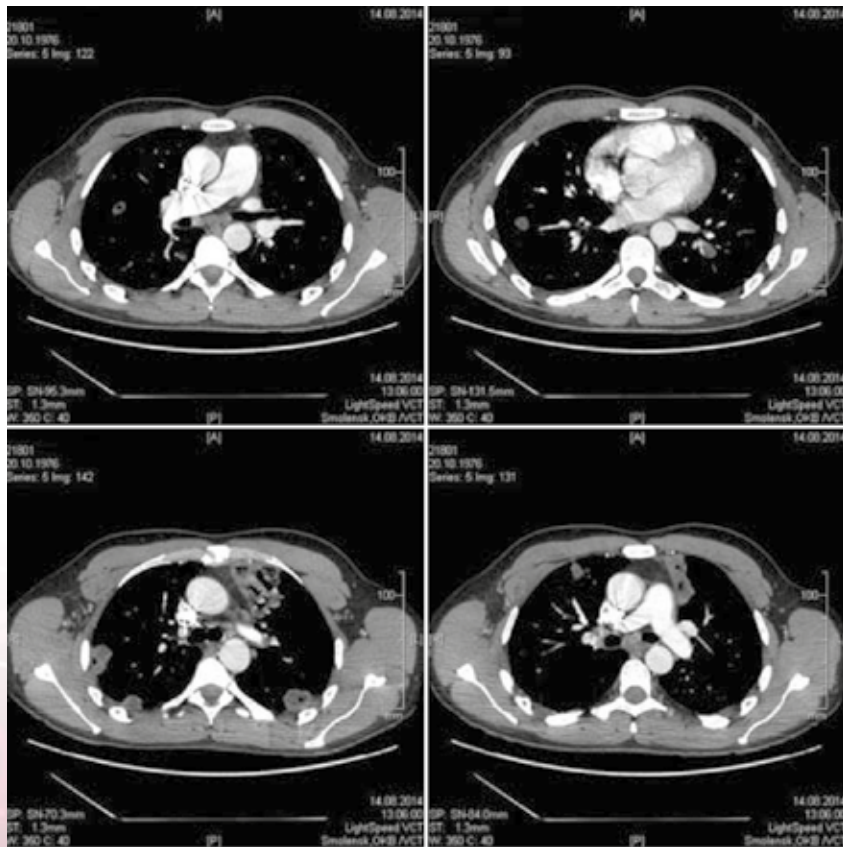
Фрагменты МСКТ органов грудной клетки пациента М. с контрастированием легочной артерии (14.08.2014 г.)
